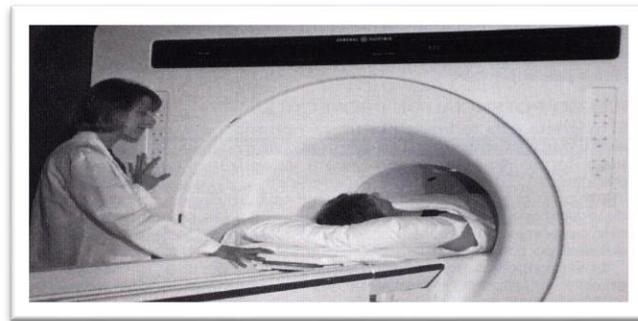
muestra un paciente durante un estudio de RM
